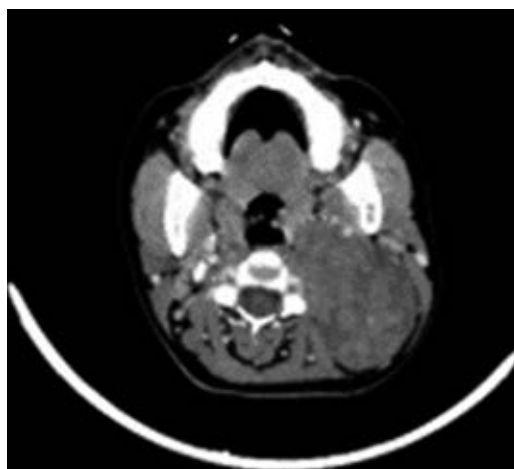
Tomografía computarizada corte axial con masa de apariencia sólida en espacio parafaríngeo izquierdo.
